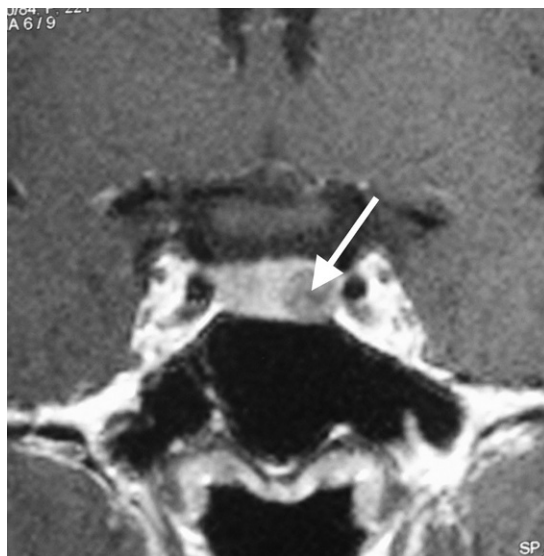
Microadénome hypophysaire vu par IRM. Coupe coronale (pondération T1).
